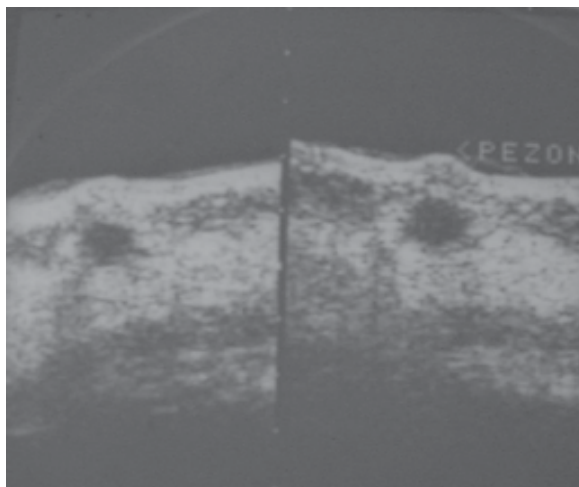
Ultrasonografía de mama derecha con quiste.
